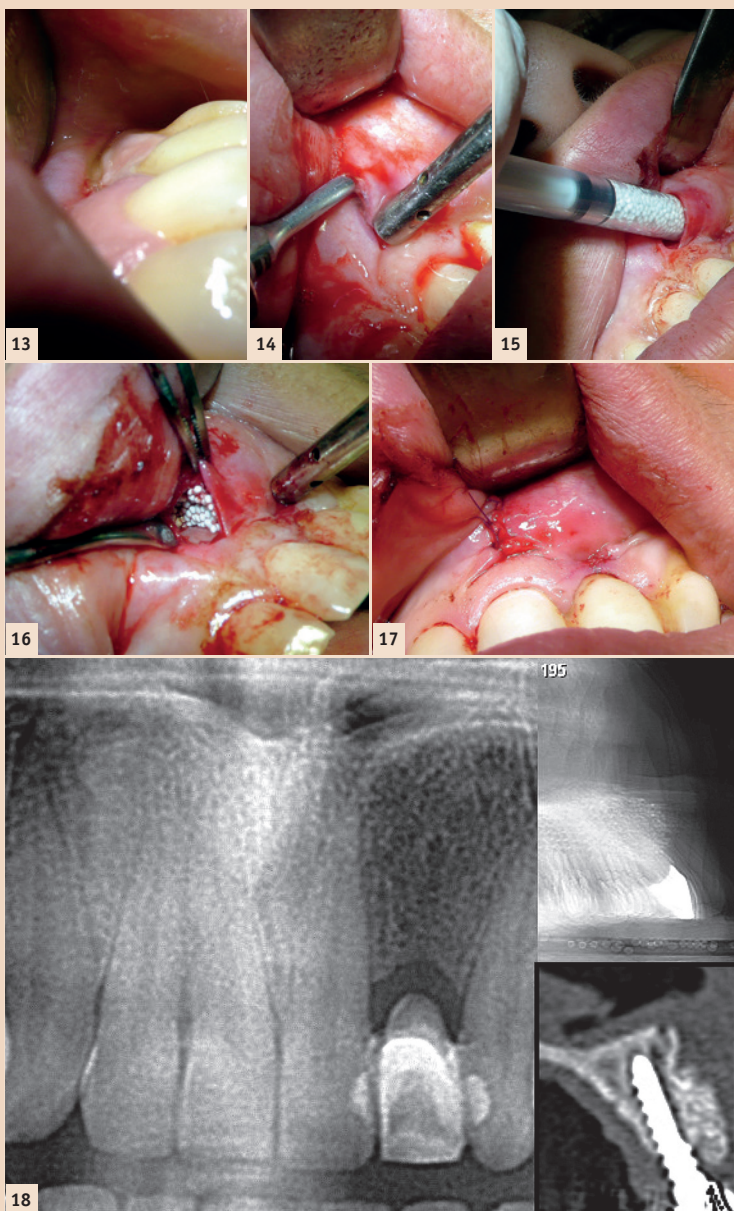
Klinische Situation vor Durchführung der Piezotome enhanced Subperiostale Tunnel Technik (PeSPTT). Auf Position 22 ging alieno loco bereits ein Implantat verloren und eine autologe Knochenblockaugmentation scheiterte ebenfalls alieno loco. – Abb. 14: Piezotome-Präparation des subperiostalen Tunnels. – Abb. 15: Einbringen von 2 ccm Biomaterial. – Abb. 16: Zustand nach Modellation und Aushärtung. – Abb. 17: Zustand nach Wundverschluss. – Abb. 18: Im Uhrzeigersinn: präoperative Situation, postoperatives DVT, DVT nach Implantatinsertion (das Augmentat ist aufgrund seiner höheren röntgenologischen Dichte zum hochatrophen Restalveolarkamm deutlich abgrenzbar).
